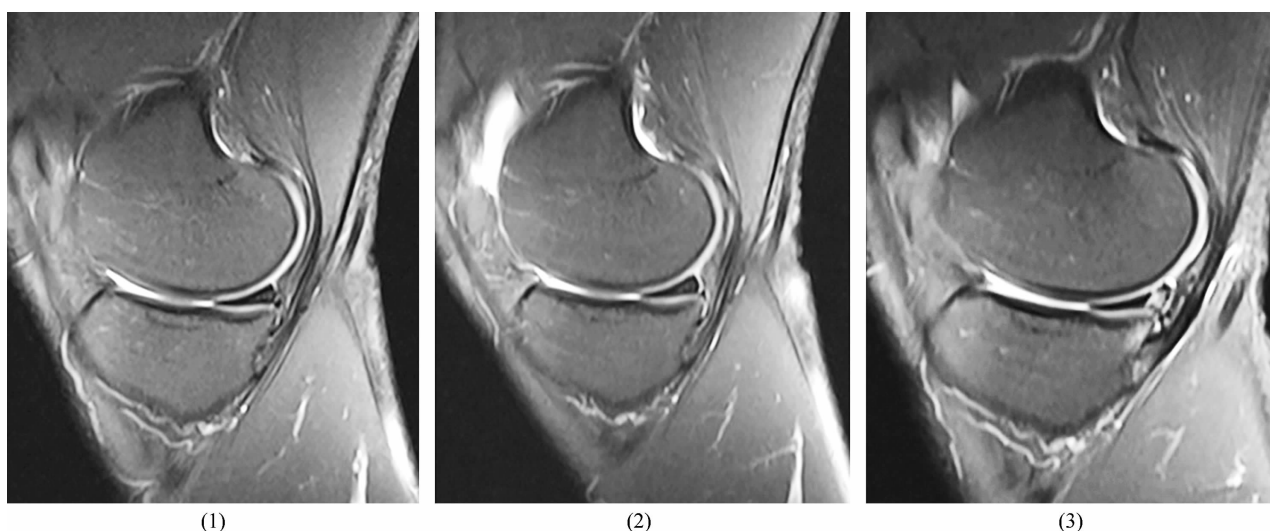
前交叉韧带断裂合并 Ramp 损伤病例 3 MRI
